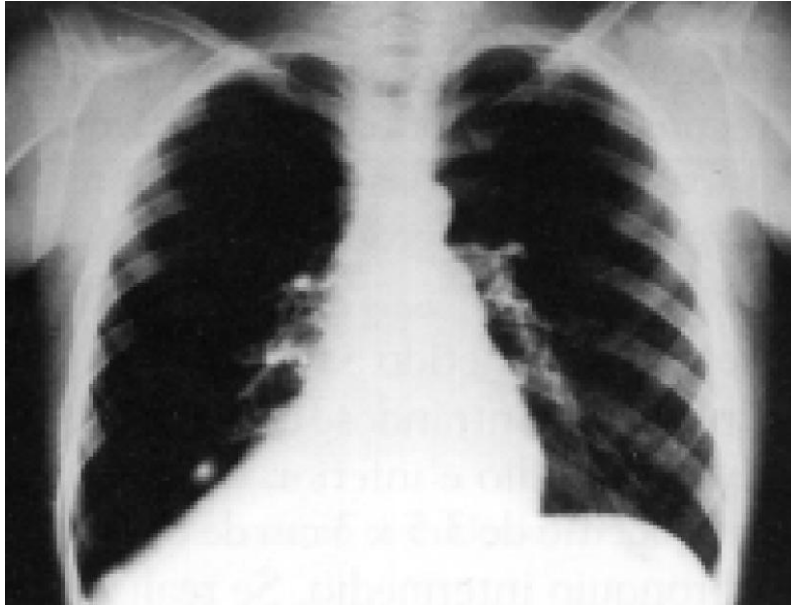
Radiografía posteroanterior de tórax con radiopacidad triangular paracardiaca en la base pulmonar derecha con borramiento del ángulo cardiofrénico
